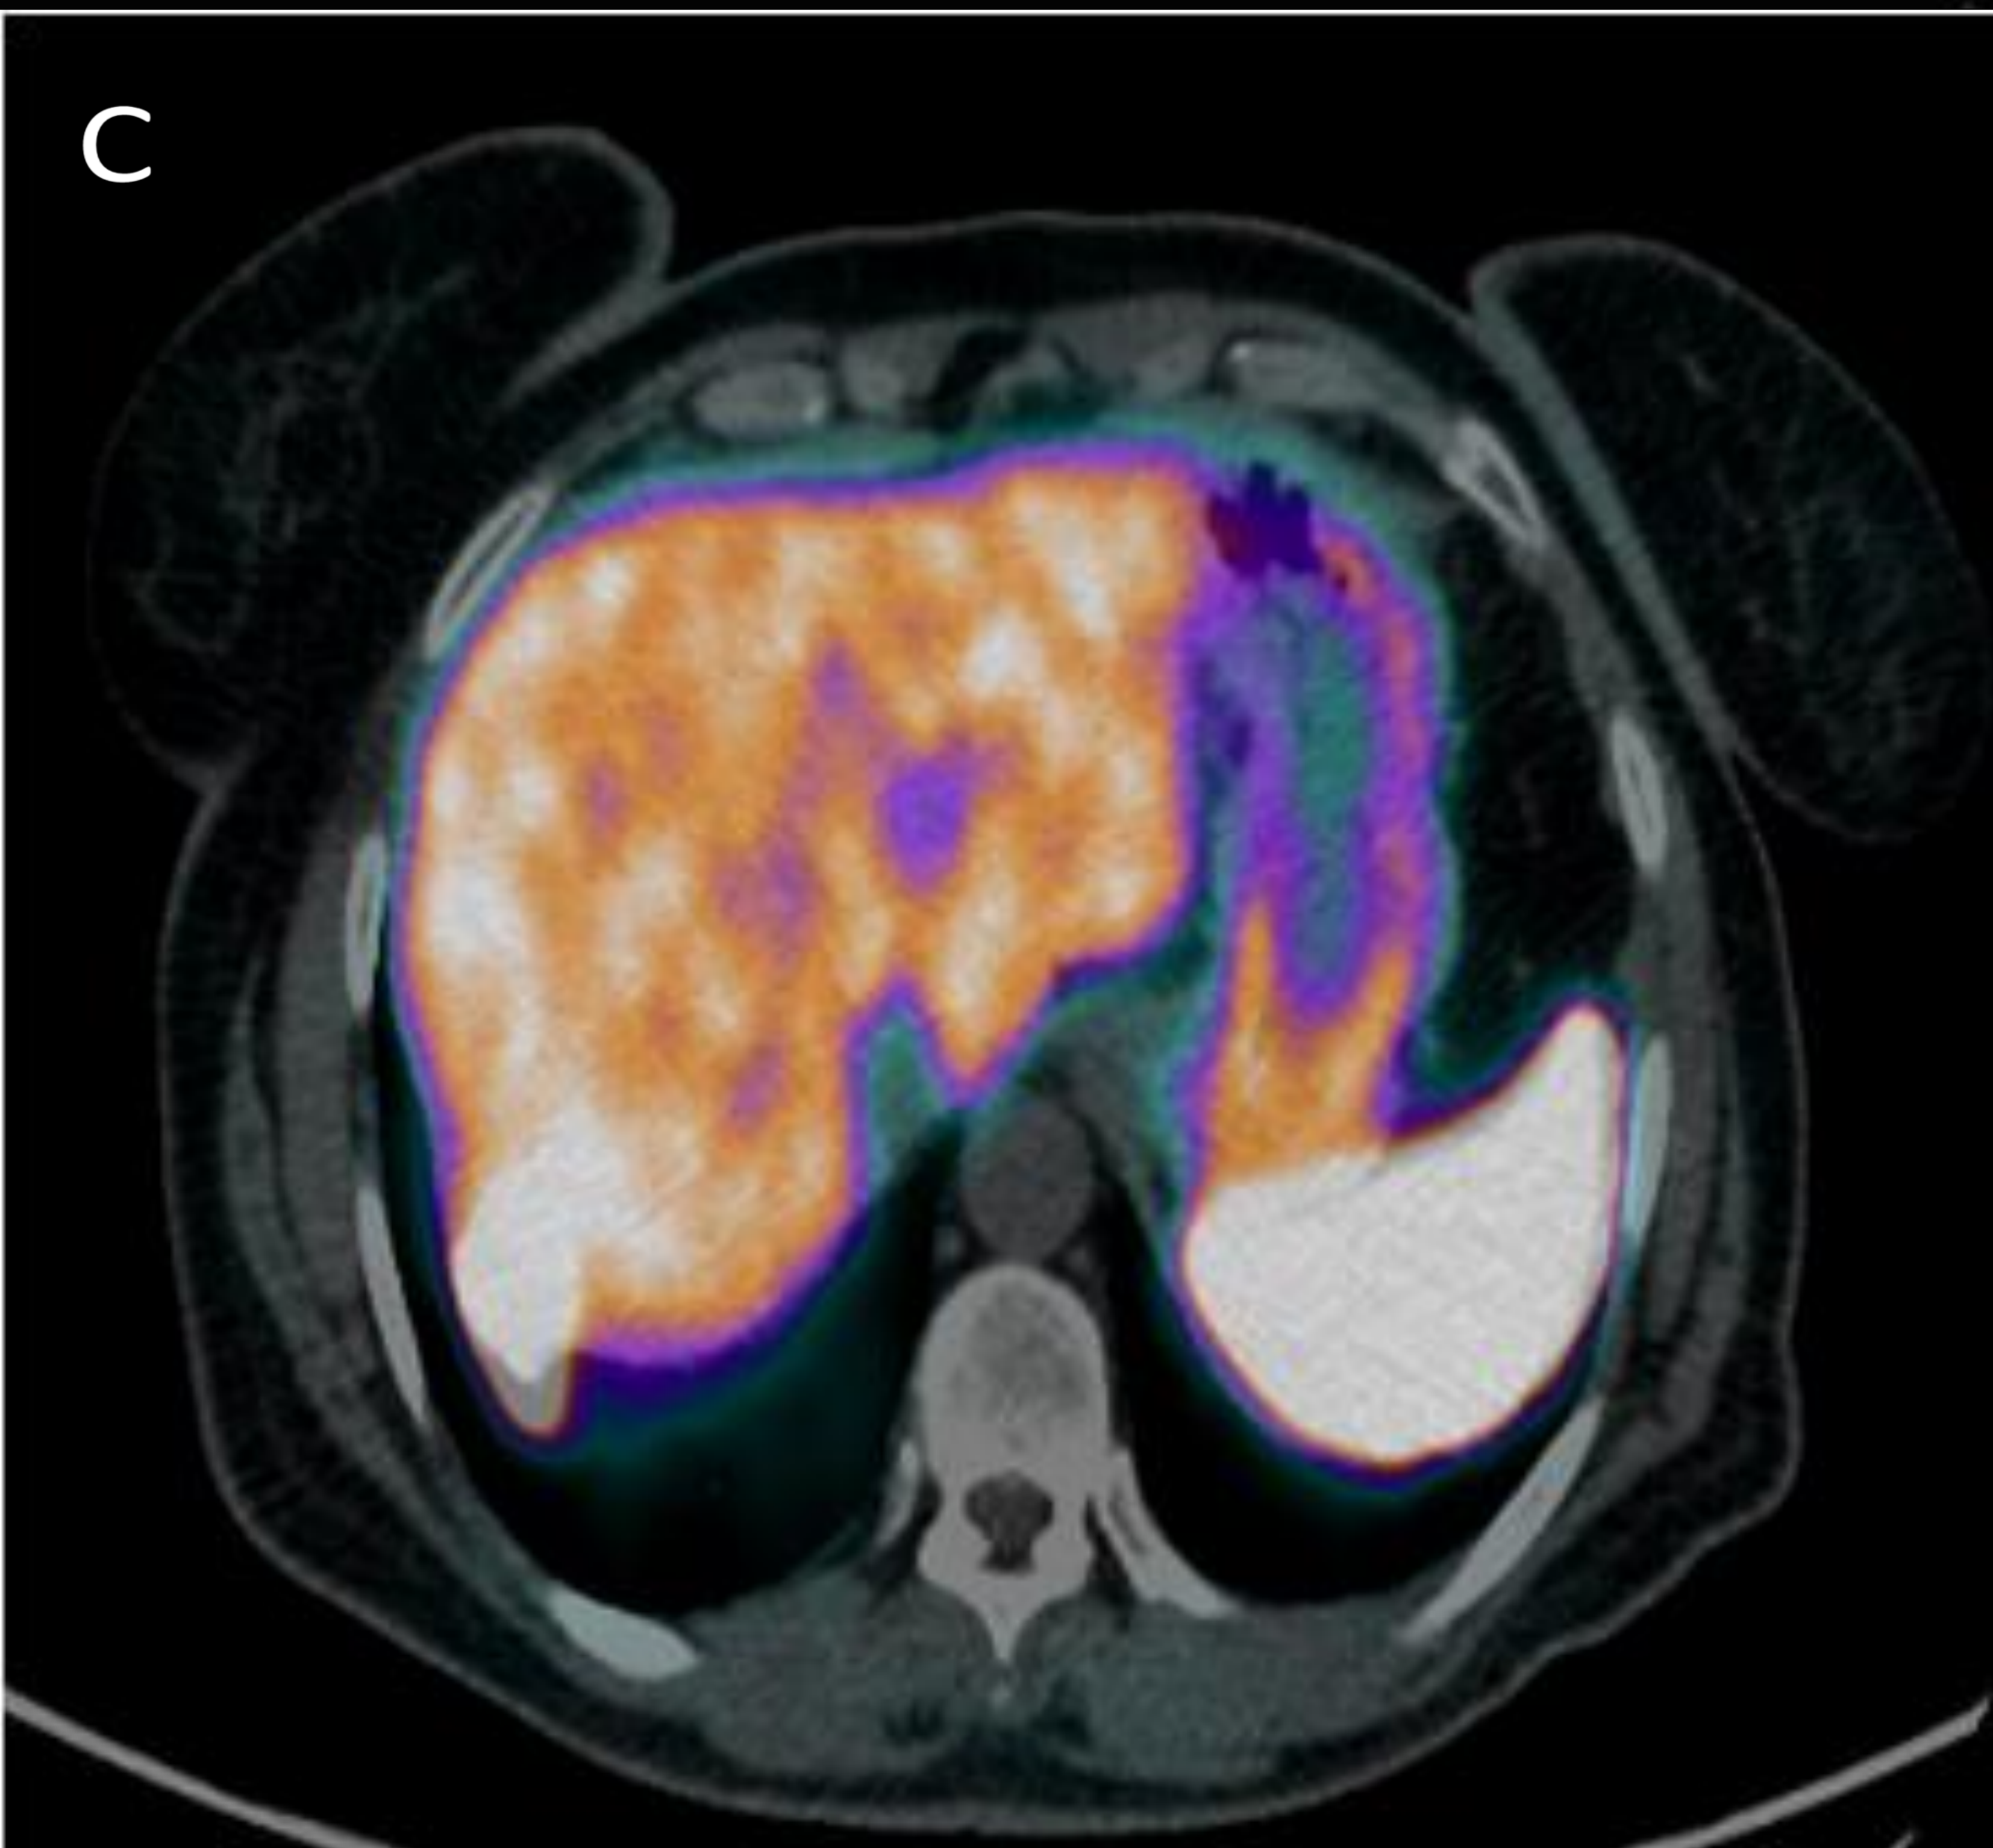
(continuación), Imagen A: PET TC- Galio, se observa lesión polilobulada en íleon terminal con receptores positivos para análogos de somatostatina .
